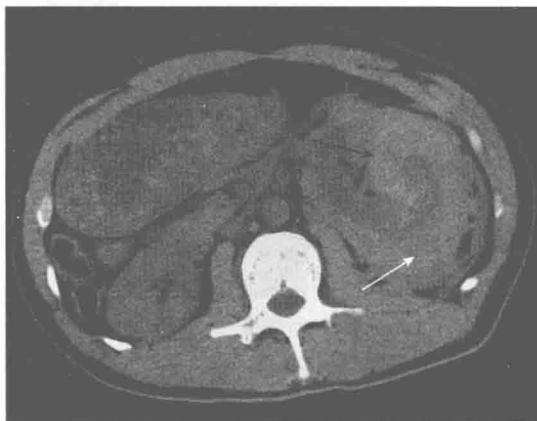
左肾挫裂伤, 肾周包膜下大量积血(CT 平扫)
